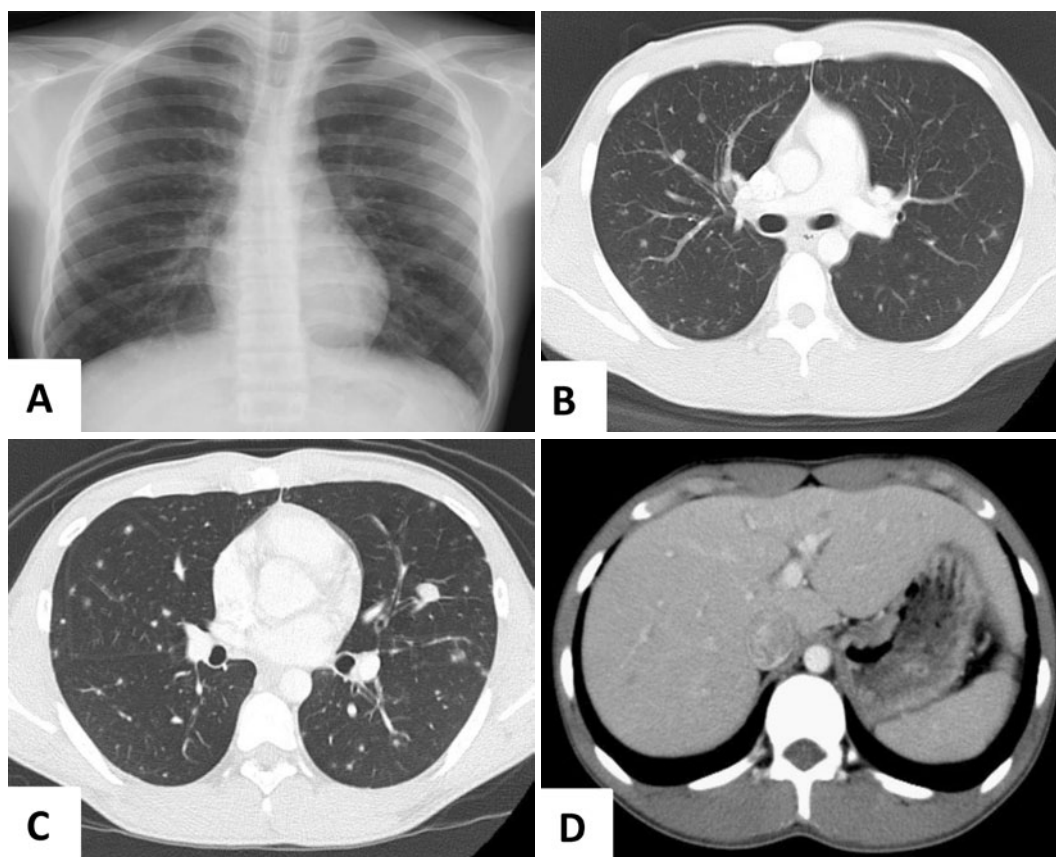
(A) Chest radiograph on admission, showing multiple bilateral small nodules. (B, C) Chest computed tomography (CT) on admission, showing a well-defined nodule 1 cm in diameter in the left S5 (B) and random distribution of small nodules with ground-glass opacity in both lungs (C). (D) Abdominal CT on admission, showing ill-defined multiple low-density areas in the liver.
